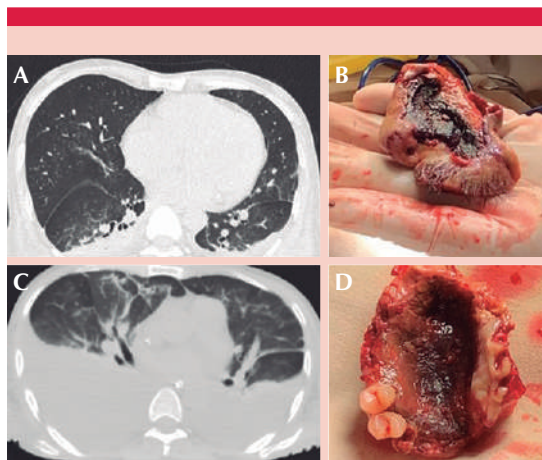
A y B. Derrame pleural e imagen en vidrio deslustrado en corte axial de tomografía de tórax. C. Pieza de rinectomía parcial con necrosis. D. Pieza de maxilectomía con placa violácea en el paladar duro.
